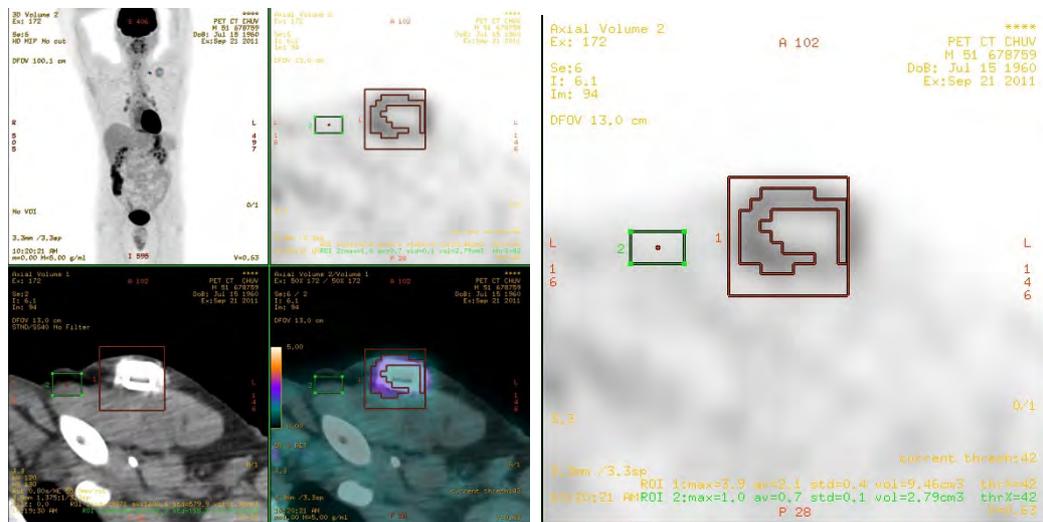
Image MIP corps entier et coupes transverses des images PET, CT et PET/CT au niveau du boîtier du cathéter.
